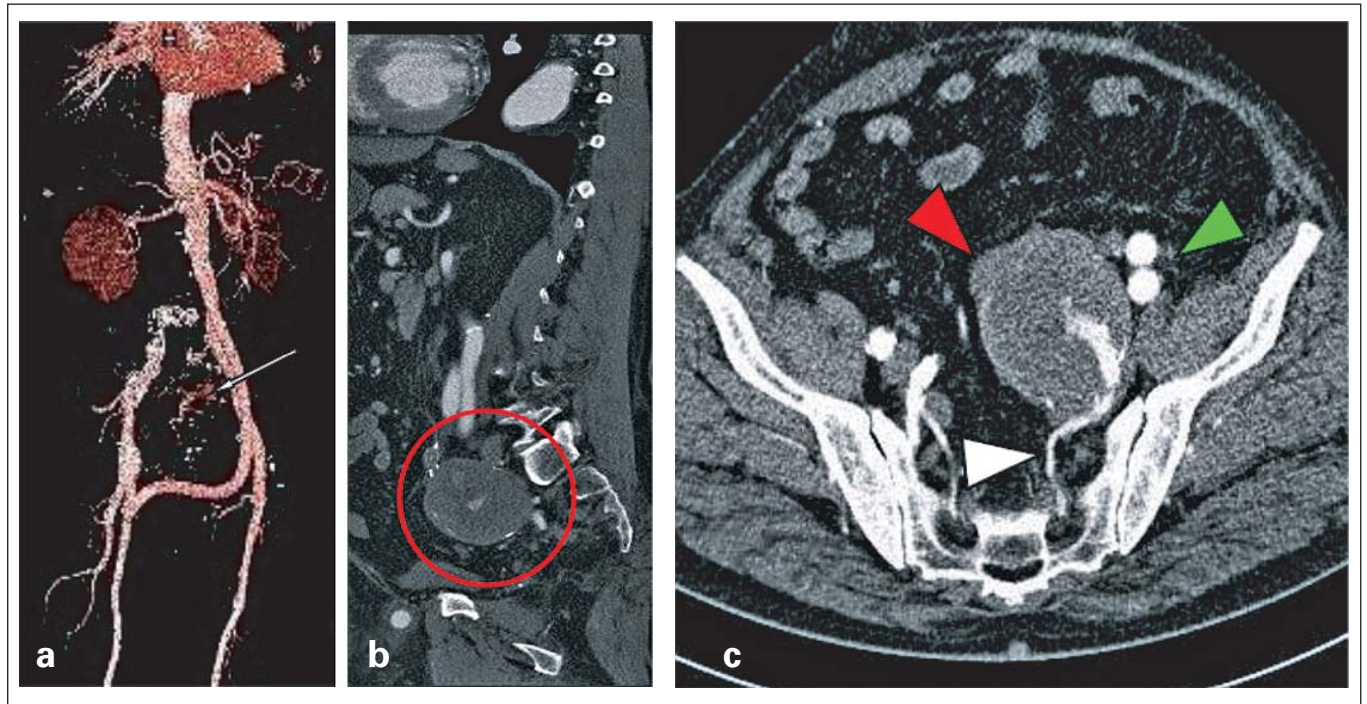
CT-Angiographie 2014. (a): VRT-Darstellung, Z. n. aortobifemoraler Bypassanlage mit atypischem Verlauf des rechten Bypass-Schenkels, retrograd perfundiertes Interna-Aneurysma (weißer Pfeil); (b): sagittale Schnittebene; teiltrombosierte Aneurysma (roter Kreis) mit kleinem Nidus; (c): axiale Schnittebene; teiltrombosierte Interna-Aneurysma (roter Pfeil) mit Endoleak Typ II (weißer Pfeil), linkslateraler Verlauf beider Bypass-Schenkel (grüner Pfeil) mit Darstellung eines Zuflussgefäßes (weißer Pfeil).
